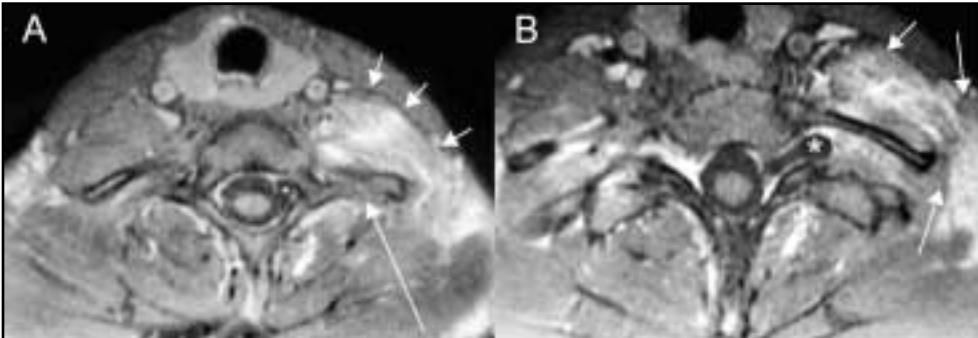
RM-mielografía. Afectación muscular. A y B) El plano axial de RM potenciada en T1 y contraste a nivel C7-T1. Existe una afectación de los músculos escalenos y paraespinales (flechas cortas) por hematoma y/o denervación. Además existe una fractura de la apófisis transversa (flecha larga) y un meningocele traumático (*) con avulsión de la raíz C8.
